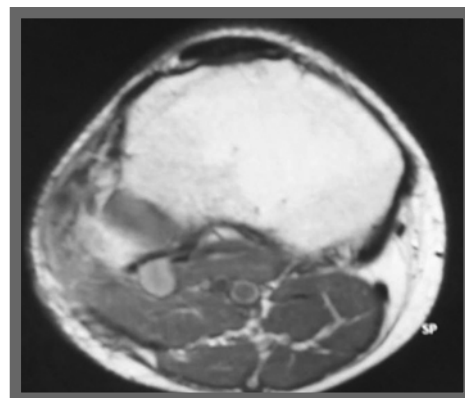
Aspect IRM : contusion du SPE après un traumatisme fermé
